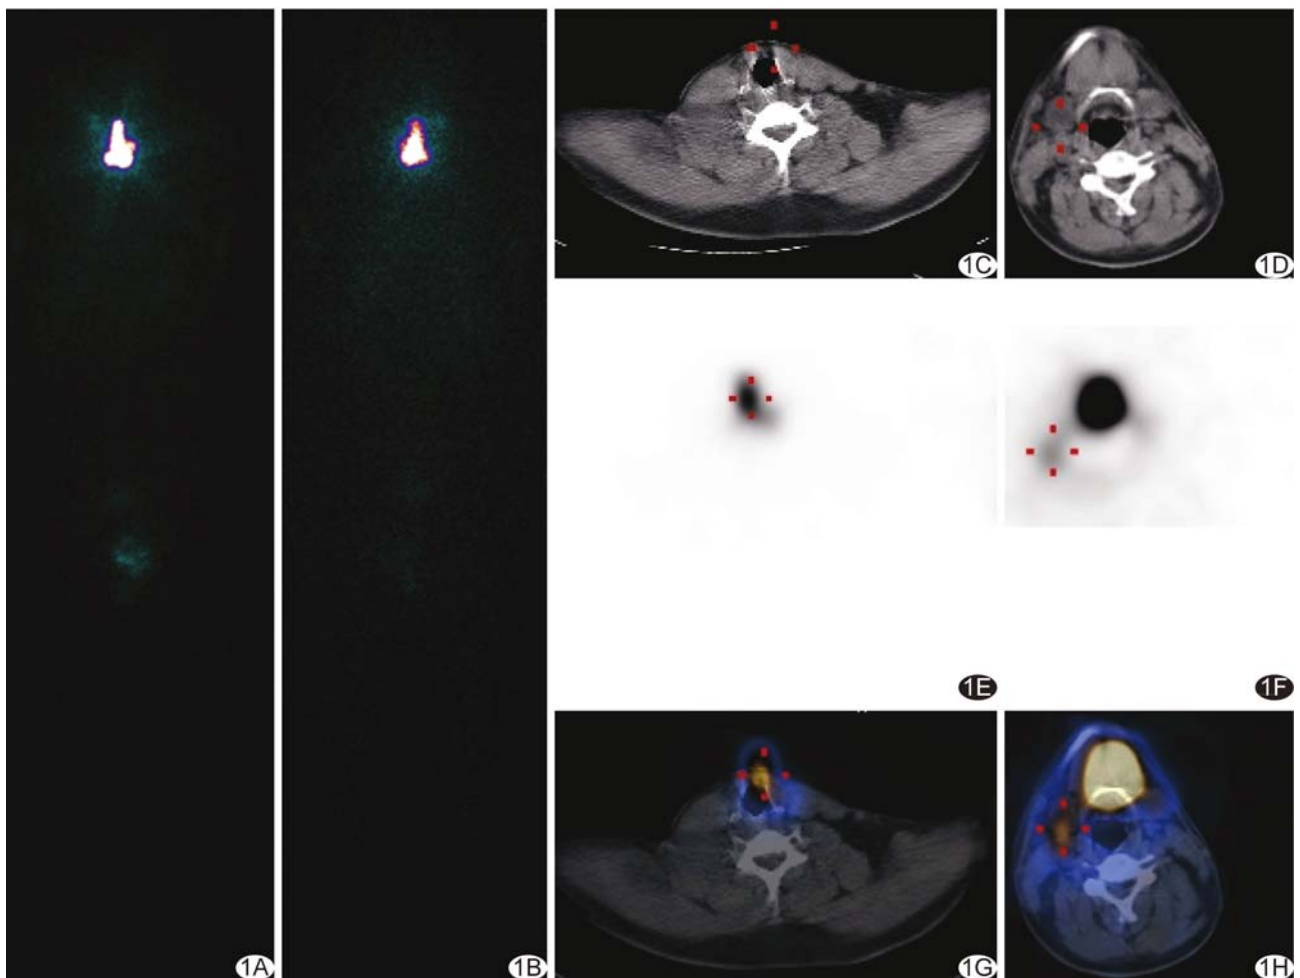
患者男, 29 岁, 甲状腺右叶 PTC 术后 ^{131}I 治疗后 A~B. 全身 ^{131}I 显像前、后位; C. CT 示甲状腺切除术后; D. SPECT 示甲状腺区摄取 ^{131}I 增高; E. SPECT/CT 融合图; F. CT 示右侧颌下肿大淋巴结; G. SPECT 示病灶摄取 ^{131}I 增高; H. SPECT/CT 融合图
